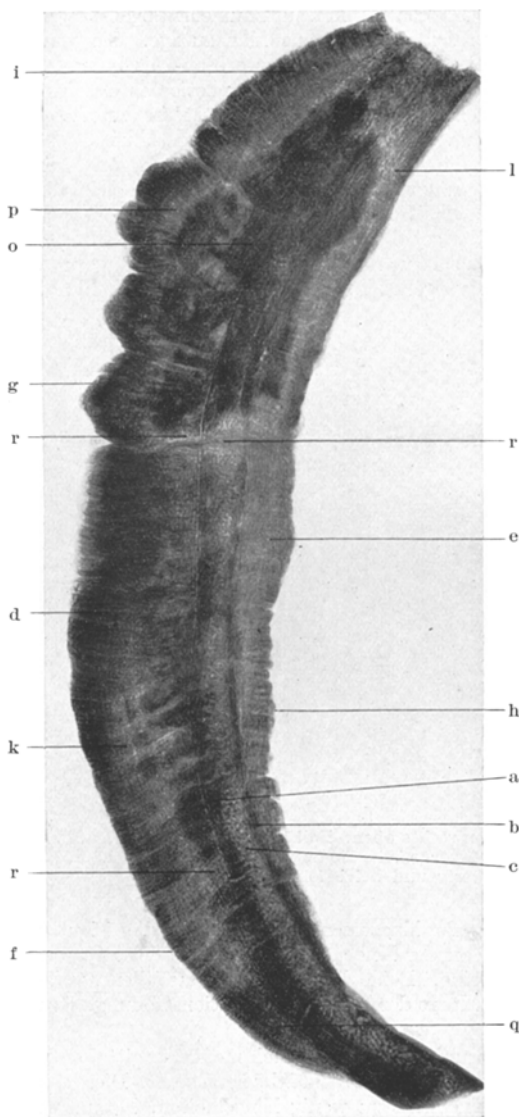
Röntgenbild einer vertikal sagittalen Scheibe durch das Schädeldach des Falles 1, natürliche Größe. Im Bilde enthalten das ganze durch den Fräsenschnitt operativ umgrenzte Knochengebiet. Unten geht die Abtragung durch den gesunden, oben noch durch den geschwulsthaltigen Knochen. a, b, c die alte äußere, innere Tafel und Diploe; d, e äußeres und inneres Osteophyt, bei f feingrübchenförmig, bei g grob-, bei h feinhöckerig; i zahllose radiäre Gefäßkanäle; k, l schichtige Struktur des Osteophyts; m Porose des Nahtgebietes und n des Osteophyts darüber.
